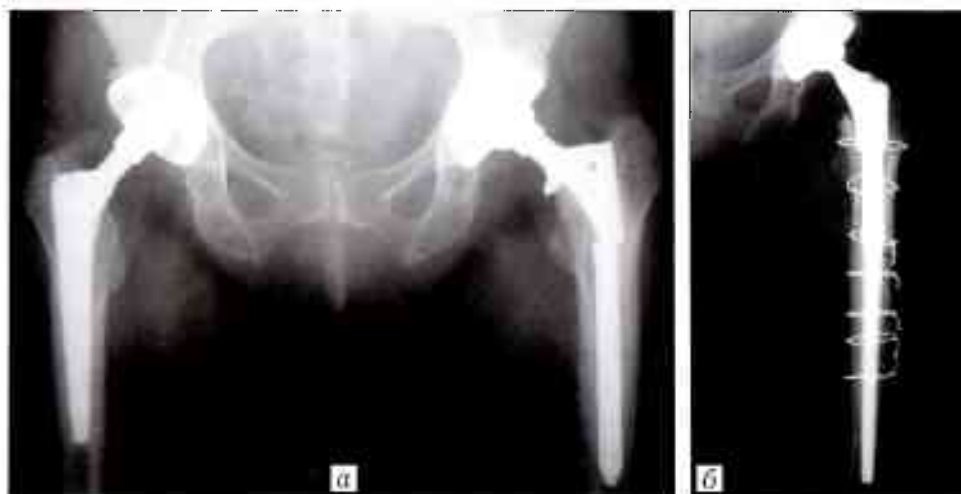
Рентгенограммы пациента 62 лет.
